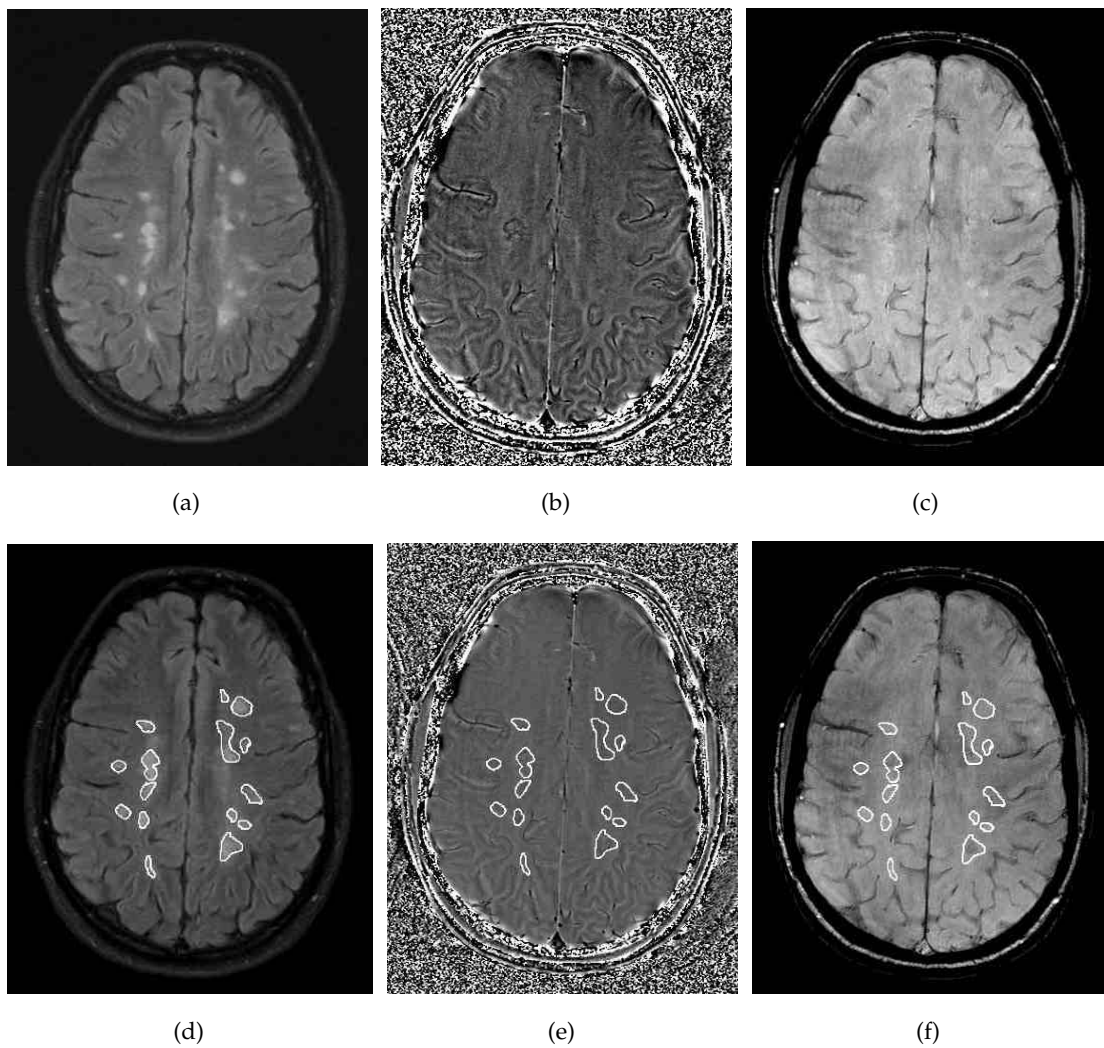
Die Abbildungen (a,b,c) zeigen FLAIR-, Phasen- und Magnitudenbilder eines MS-Patienten. In den Abbildungen (d,e,f) sind ROIs im FLAIR Kontrast eingezeichnet und auf die anderen Kontraste übertragen.
